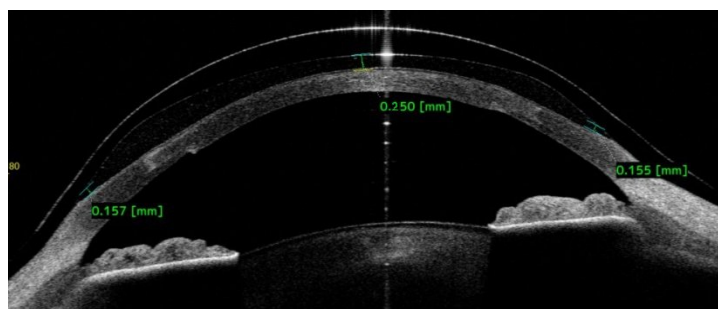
Оптическая когерентная томография роговичного трансплантата сразу после аппликации жесткой газопроницаемой склеральной контактной линзы. Визуализируется профиль склеральной линзы, не касающейся передней поверхности роговичного трансплантата с фиксацией на склере. Отмечаются достаточные данные центрального и лимбального клиренсов
